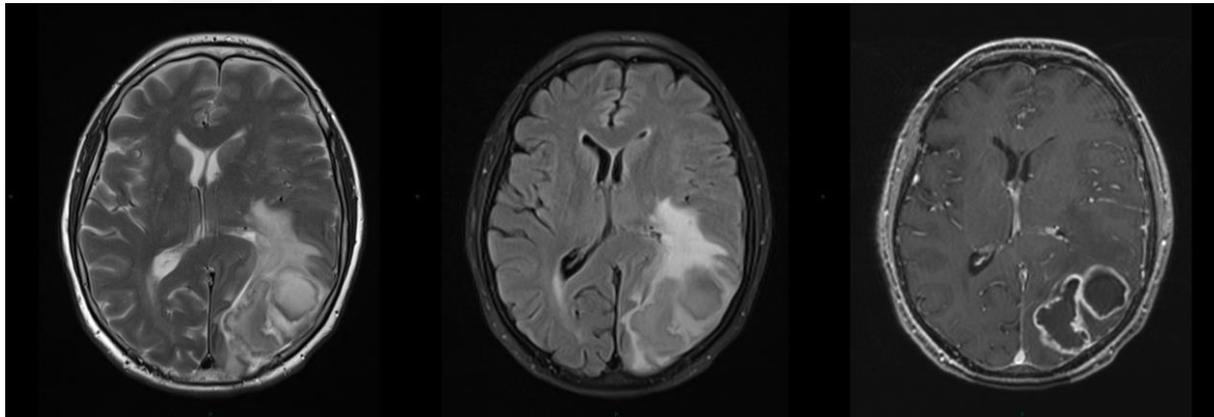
Imagerie de l'abcès cérébral (DWI)
